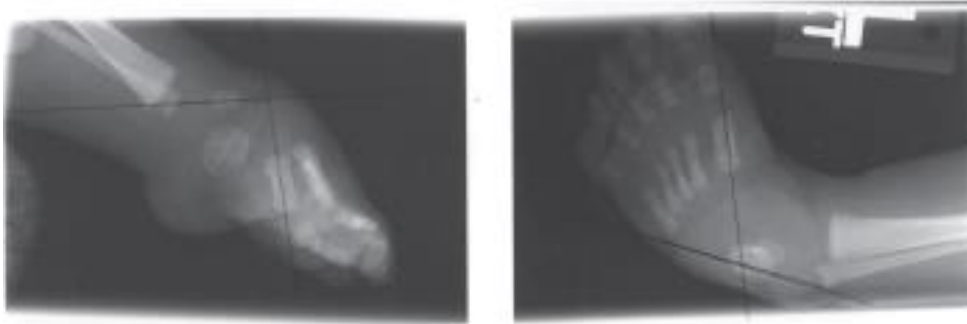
Radiografías que muestra el pie en aducción y severo equino y cavo. Todos los metatarsianos están en flexión plantar severa. El primer metatarsiano es perpendicular al astrágalo. Corregimos la deformidad con 6 manipulaciones y la aplicación de yesos.
